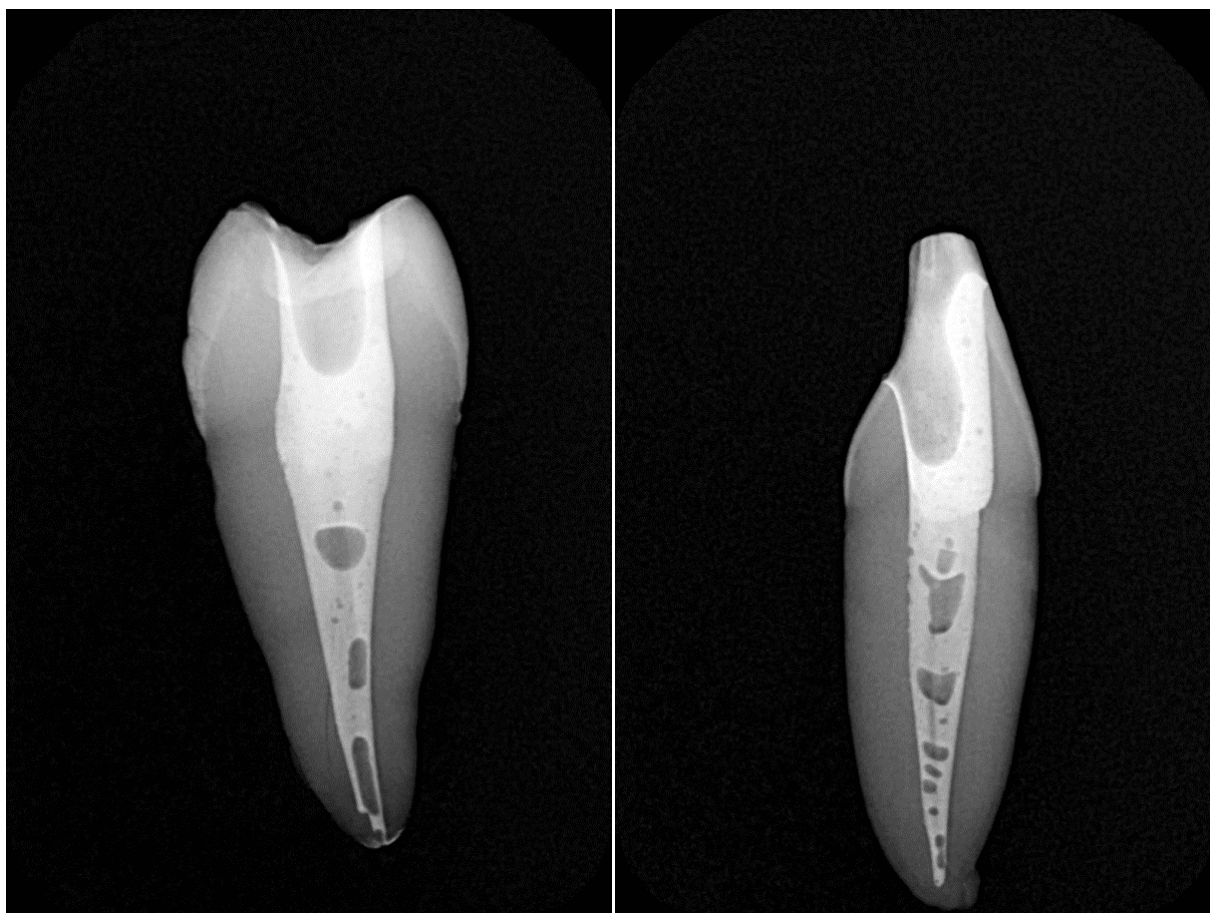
Рентгенограммы образцов, запломбированных одной пастой.
